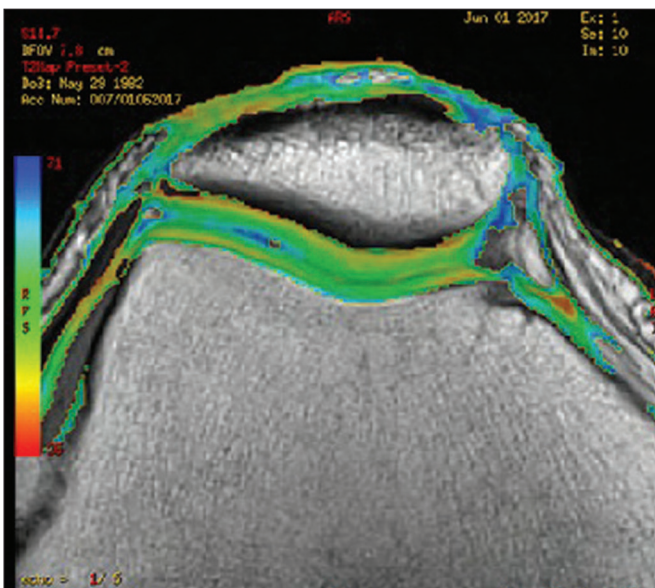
Imagem axial de RM do mapa T2 mostra a estratificação normal da superfície da cartilagem femoropatelar.
